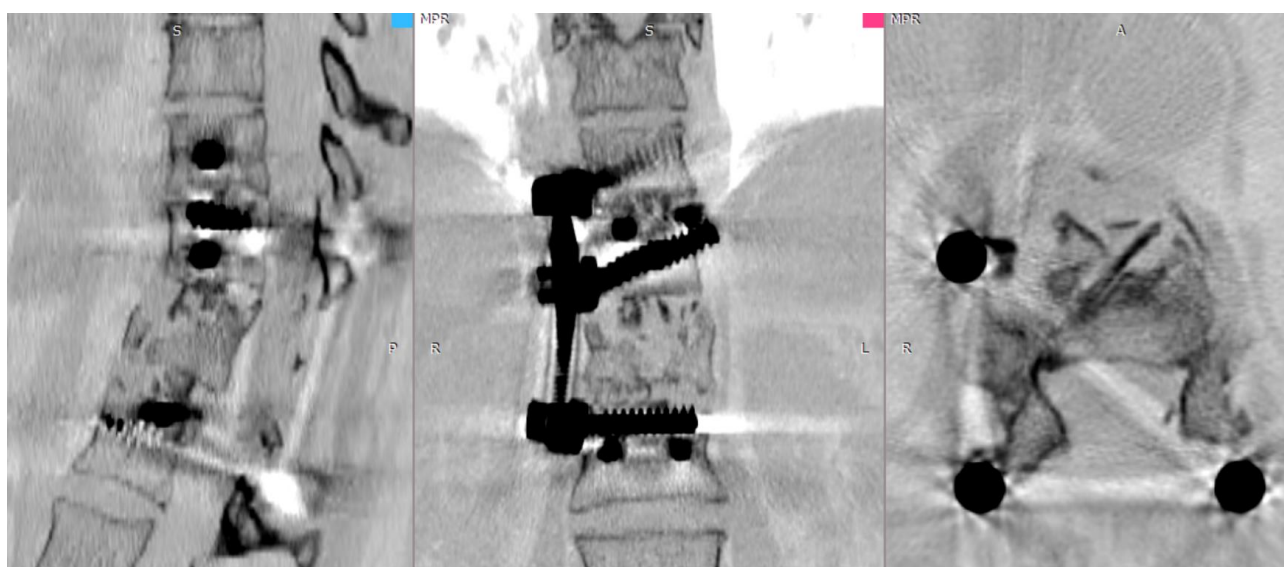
СКТ-контроль пациентки М. через год и 2 месяца после второго этапа операции
